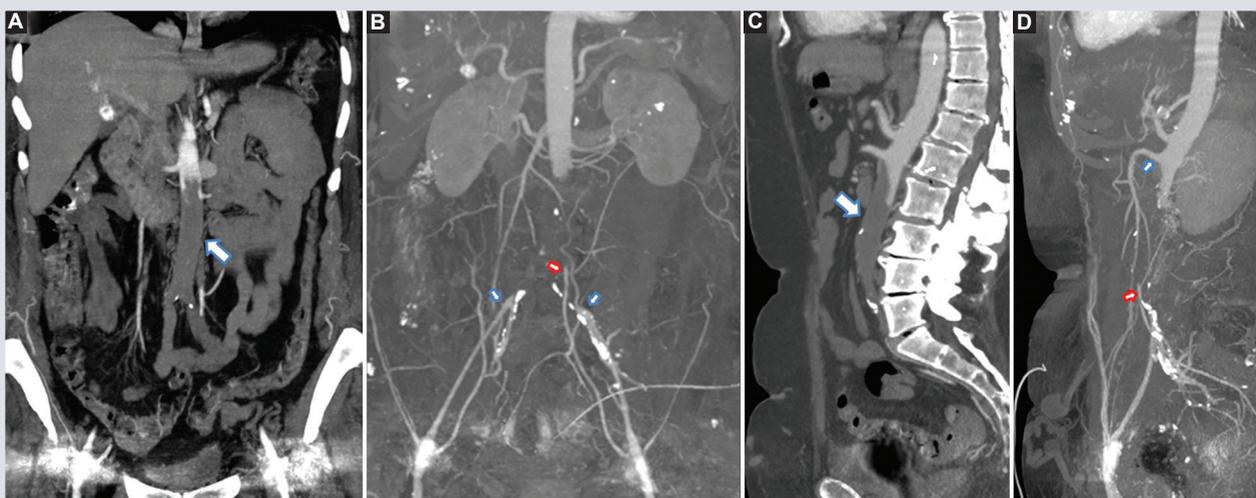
A: angiotomografía abdomino-pélvica en corte coronal con proyección de máxima intensidad (MIP) en el que se observa la trombosis de la aorta abdominal infrarrenal (flecha), que se extiende a porción proximal de arterias ilíacas comunes. B: reconstrucción 3D MIP de angiotomografía abdomino-pélvica en corte coronal; identifique la ausencia de reconstrucción 3D de la aorta abdominal infrarrenal, note la permeabilidad de las porciones distales de ambas arterias ilíacas comunes (flechas azules) y de la arteria mesentérica inferior (flecha roja), así como de sus ramas respectivas. C: angiotomografía abdomino-pélvica en corte sagital con MIP; se observa el trombo en la aorta abdominal (flecha azul). D: reconstrucción 3D MIP de angiotomografía abdomino-pélvica en corte sagital; se identifica permeabilidad de la arteria mesentérica superior (flecha azul) y permeabilidad distal de la arteria mesentérica inferior (flecha roja), note la ausencia de reconstrucción 3D de la aorta abdominal infrarrenal y de la porción proximal de la arteria mesentérica inferior.
